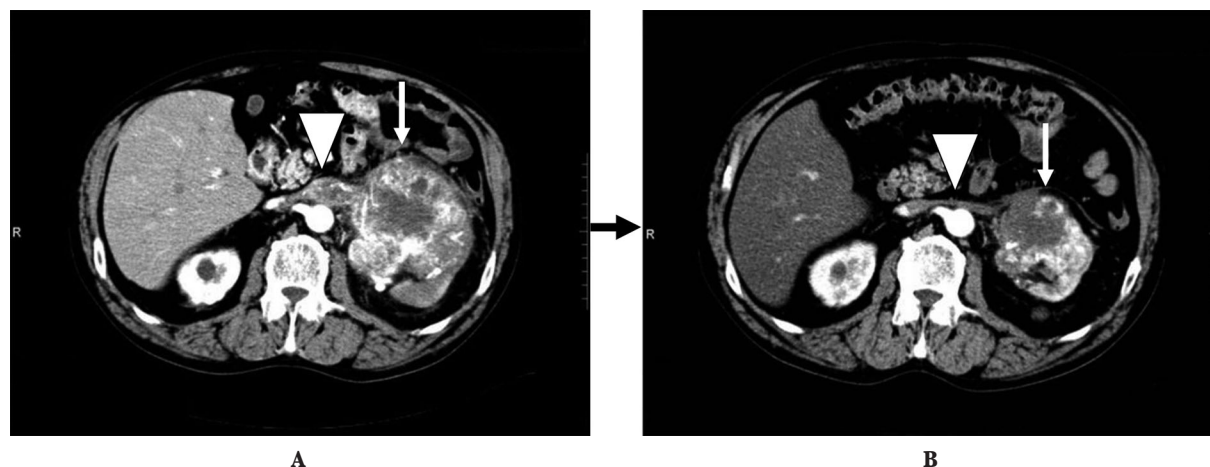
CT scan before (A) and 14 months after treatment (B). A: CT scan revealed left renal tumor (↓) and tumor thrombus of left renal vein (▽). B: CT scan revealed a reduction of renal tumor (↓) and tumor thrombus (▽) 14 months after IFN- α therapy.
